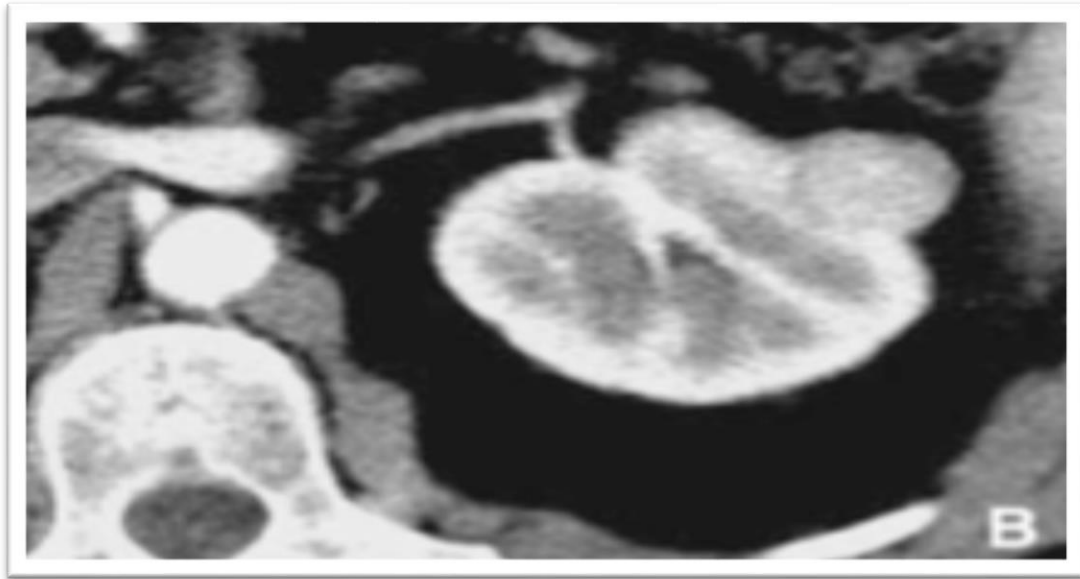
TDM rénale avec injection au temps artériel
